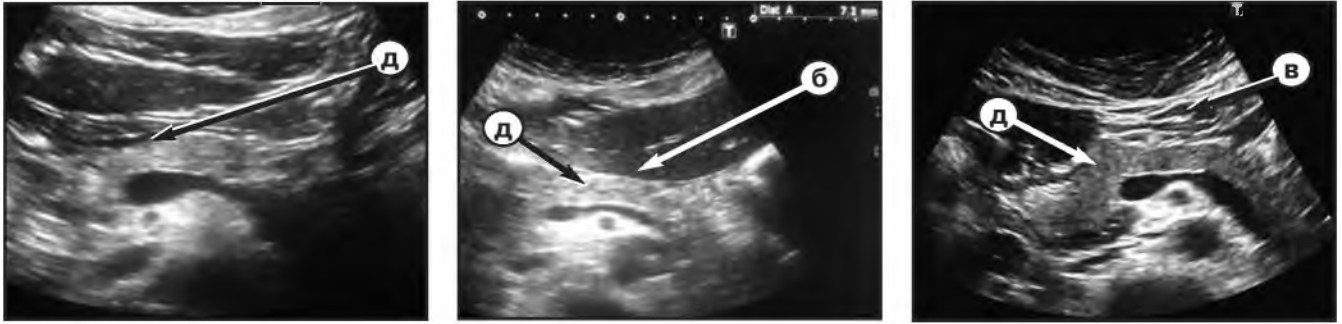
Фото УЗИ анатомических вариантов (А, Б, В), предложения задней стенки желудка (а), левой доли печени (б) или передней брюшной стенки (в) к передней поверхности поджелудочной железы (д).
